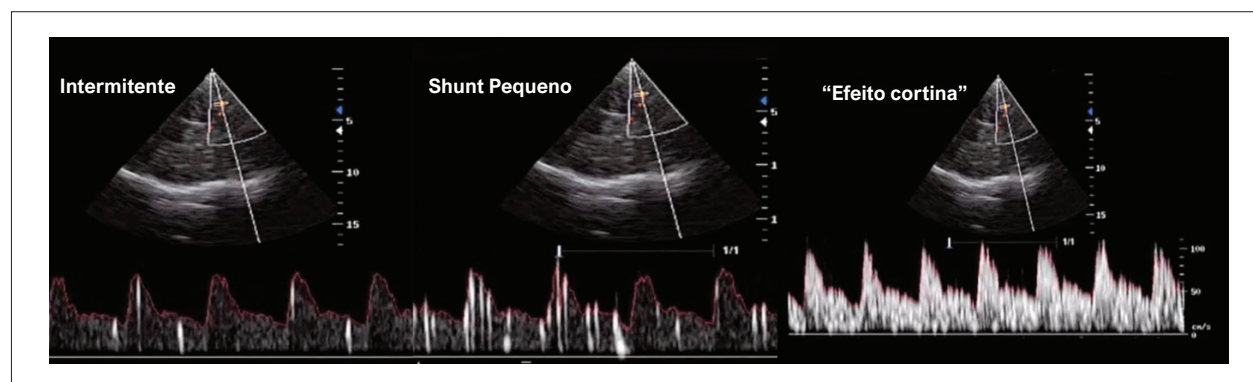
Doppler evidenciando fluxo em ACM com presença de HITS após injeção da solução salina agitada com graduação segundo a escala logarítmica de Spencer.
